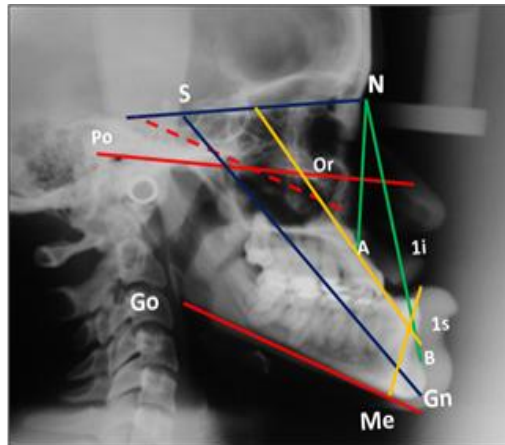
Radiografía cefálica lateral de una paciente con Maloclusión Clase III Esquelética por deficiencia maxilar y exceso mandibular. ANB es negativo, SNA disminuido, SNB aumentado, 1s-1i aumentado, 1MPA disminuido. (Cortesía Od. L.Molero, V.Velásquez)
